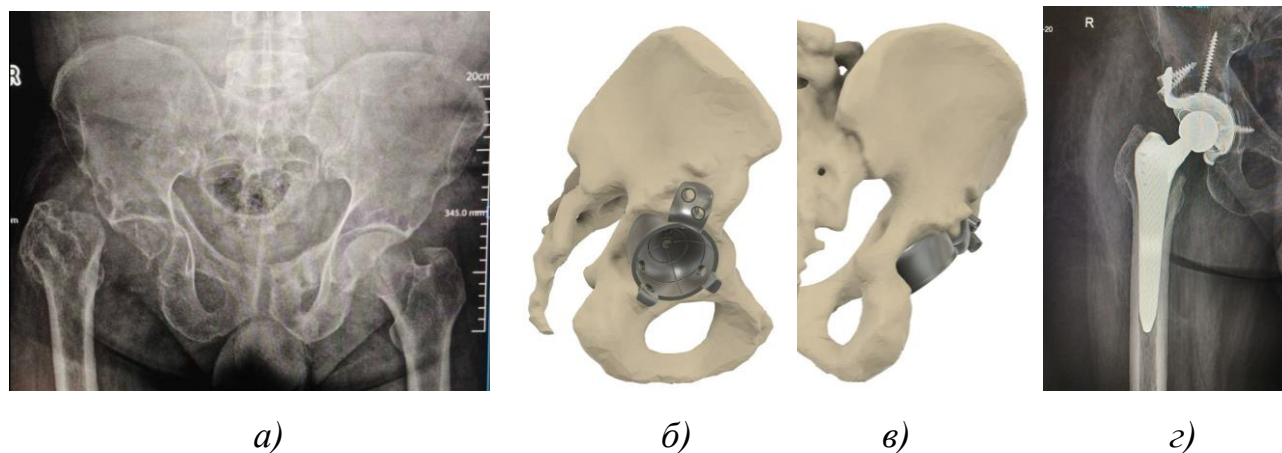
Ацетабулярний компонент ендопротезу кульшового суглобу трифланцевий: *а* - рентген зображення кісток тазу до операції; *б* - 3D модель кісток тазу та компоненту (вигляд збоку); *в* - 3D модель кісток тазу та компоненту (вигляд ззаду); *г* - рентген зображення кісток тазу після операції.
